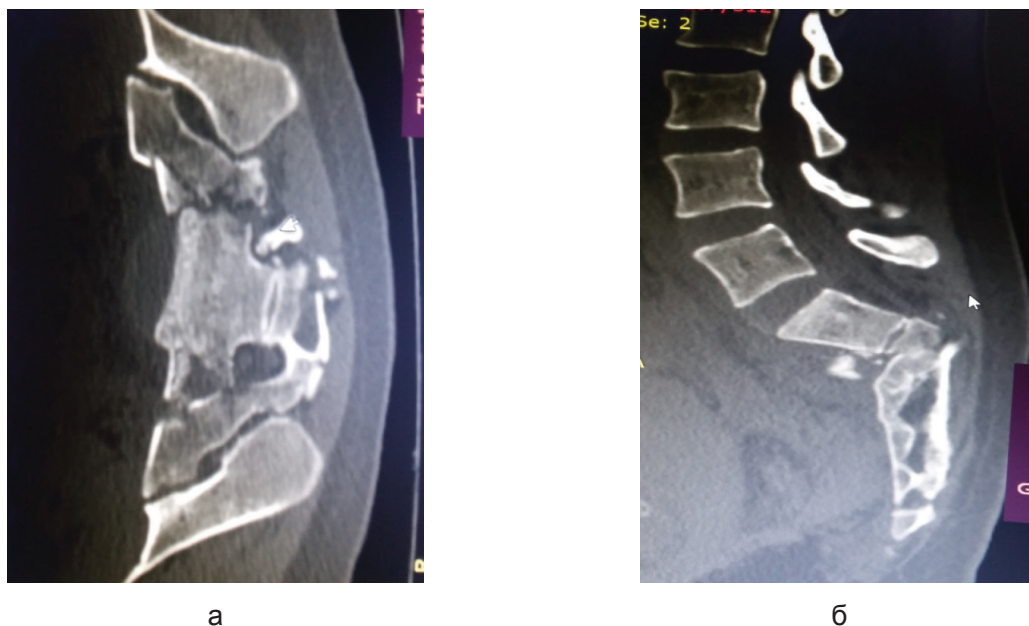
Компьютерная томограмма: а - аксиальный срез; б - сагиттальный срез
